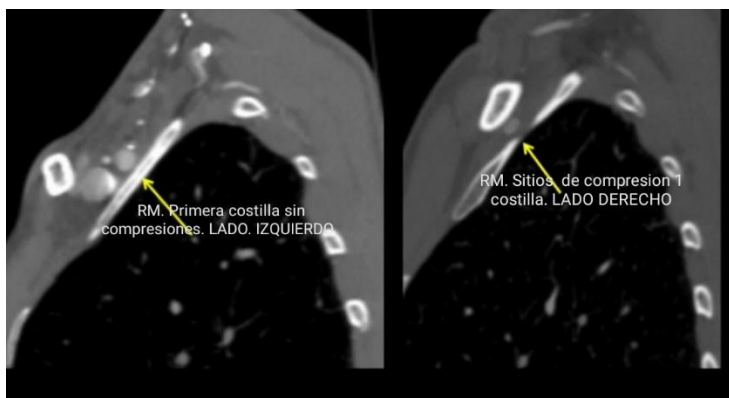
Resonancia magnética, imagen T1, compresión de zonas anatómicas a nivel de primera costilla. Diferencias de lado derecho e Izquierdo. Imagen obtenida por autores
